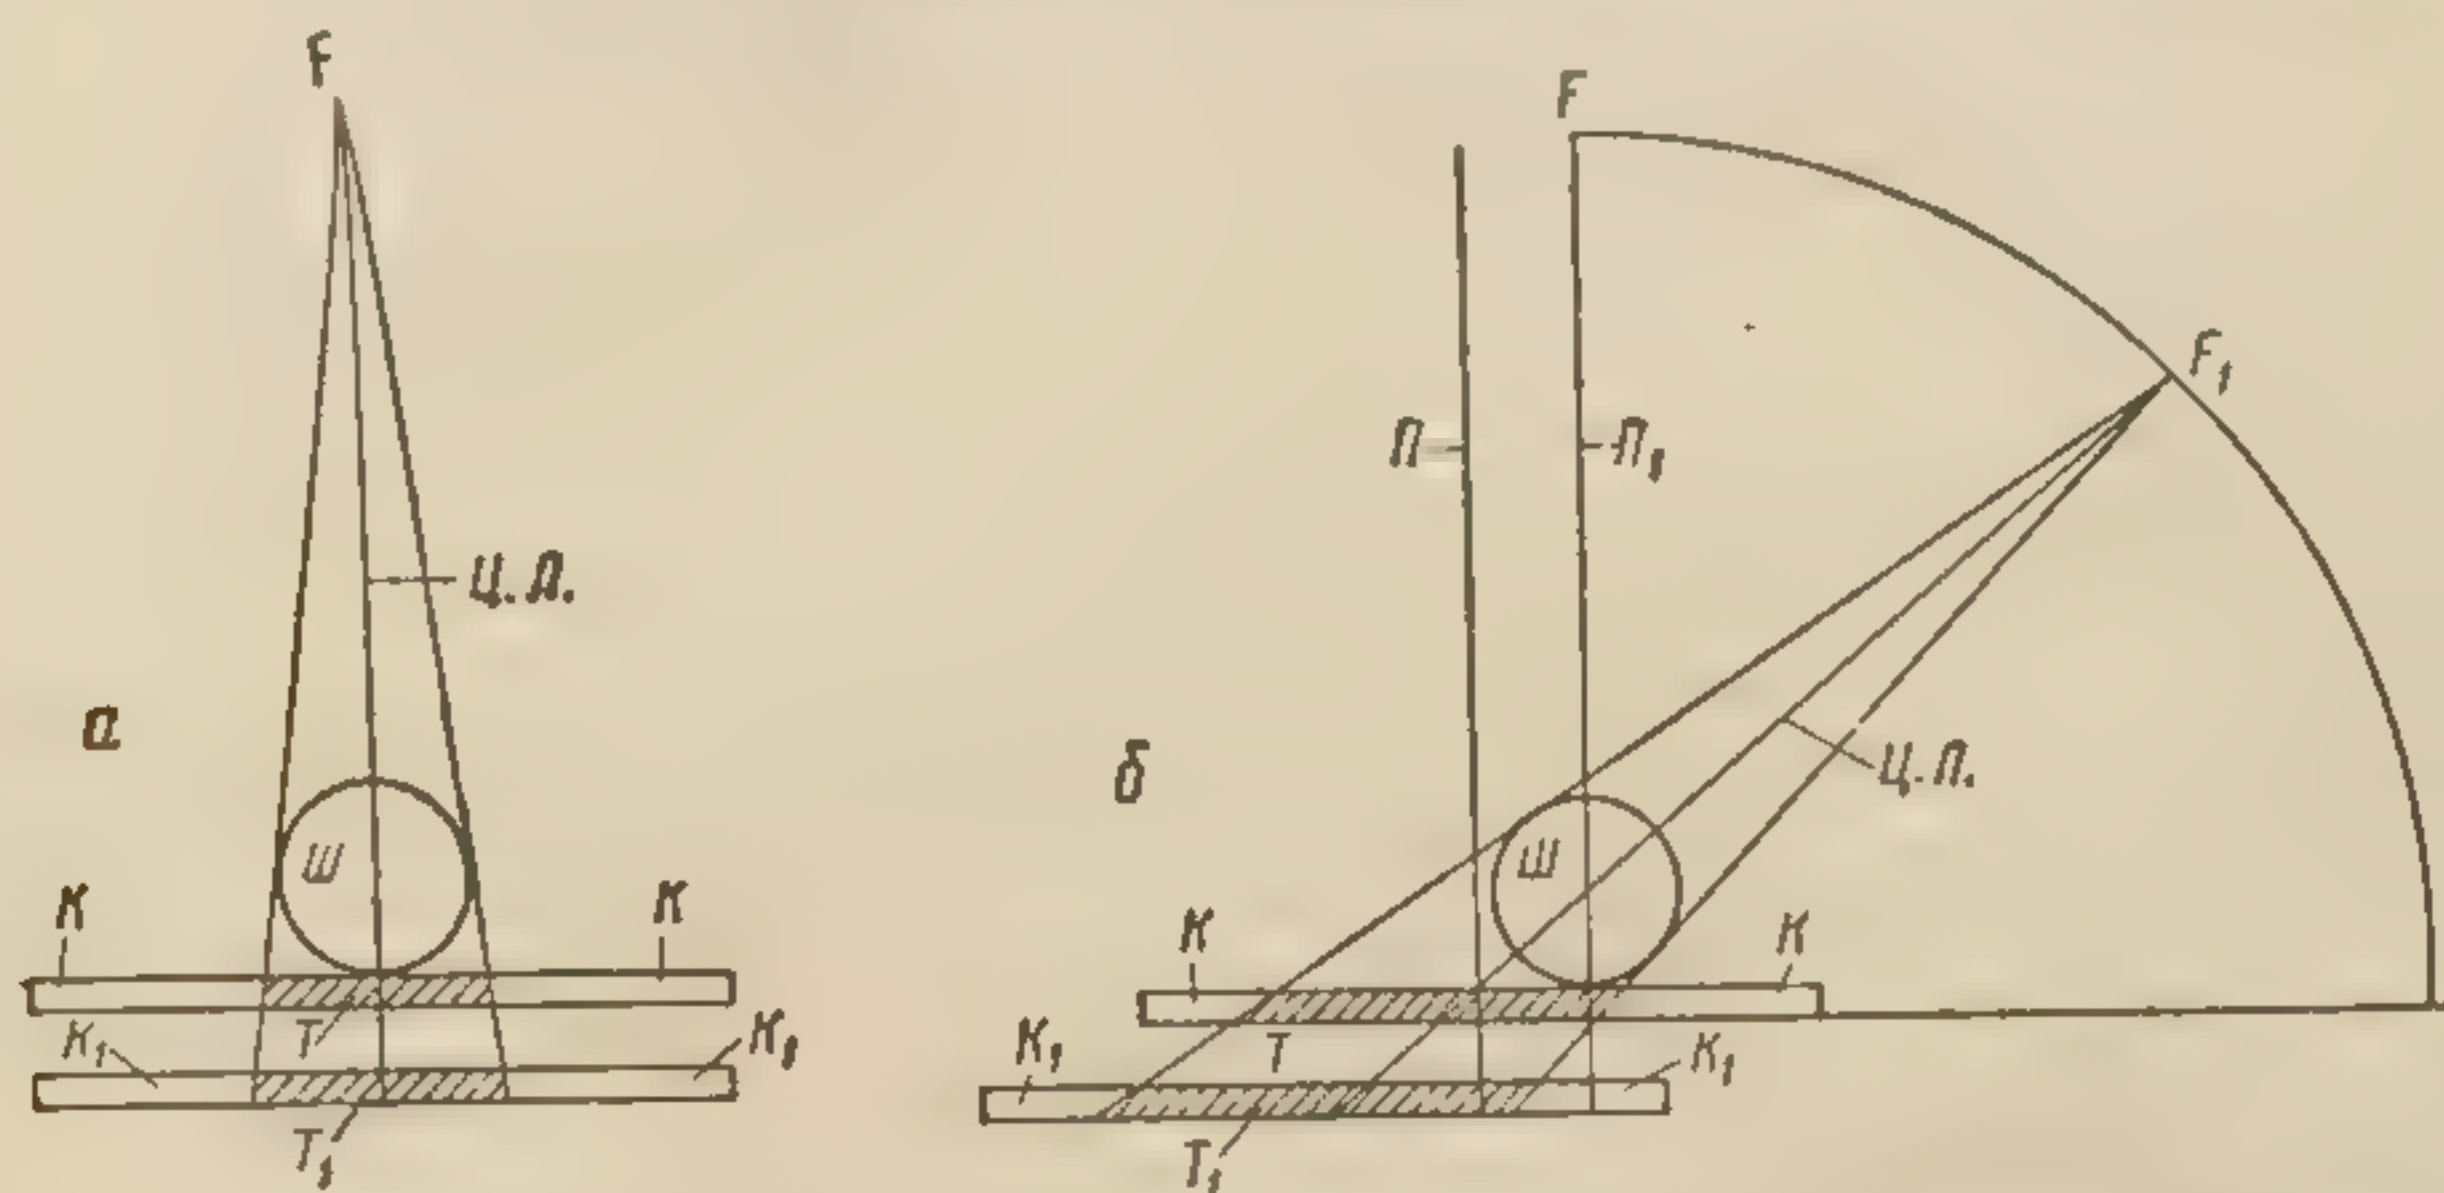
Параллакс изображения при наклонах рентгеновской трубки и удалении кассеты от объекта.
